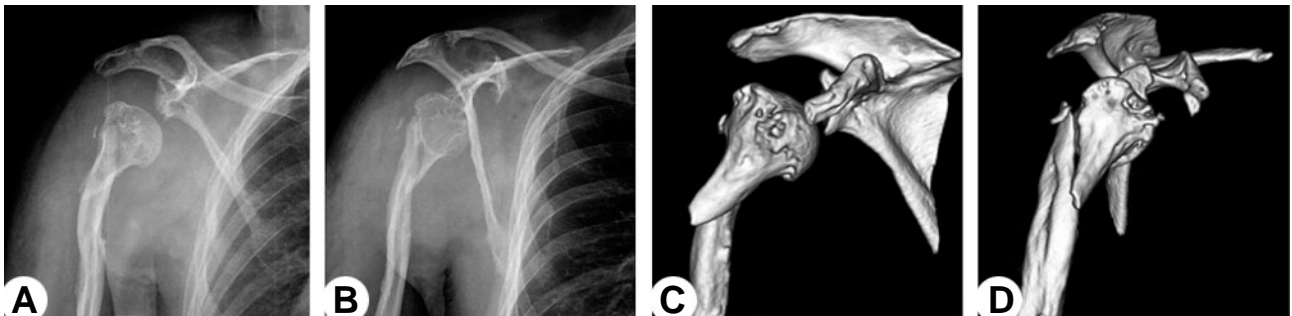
Anteroposterior plain radiographs shows (A) subluxated shoulder joint, dysmorphic glenoid, and thin, deformed gracile appearance of the humerus and (B) indistinct fracture line. (C) 3D reconstruction computed tomography shows lateral angulation of the fracture site and (D) clearly visible fracture line.
